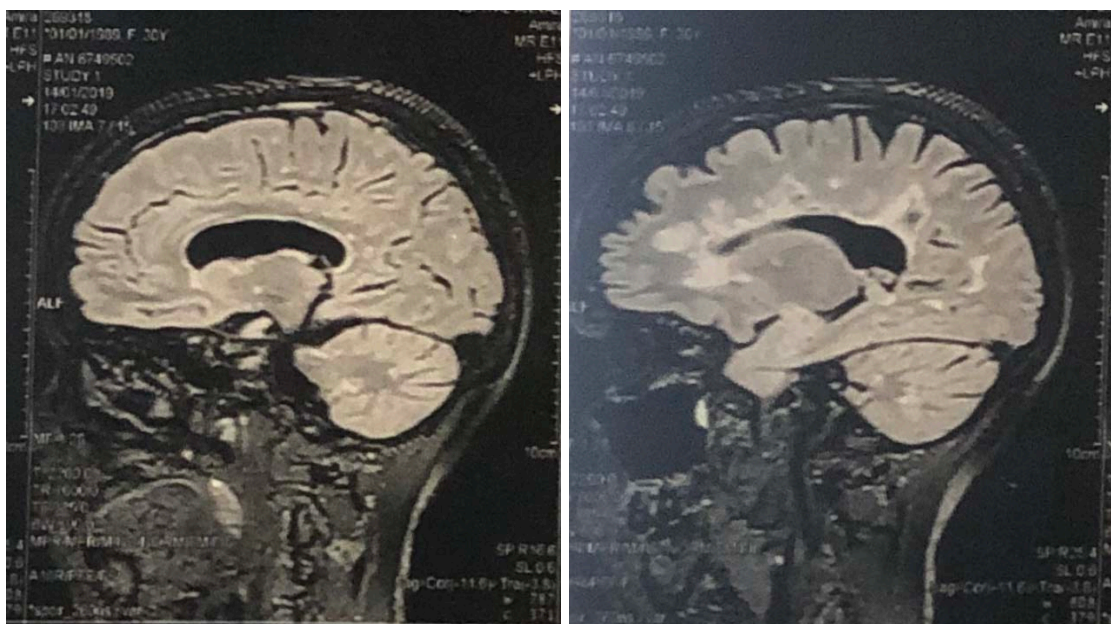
a et b : Coupes sagittales en séquence FLAIR montrant des multiples lésions au dépend du corps calleux et le centre semi-ovale avec une légère atrophie corticale.
